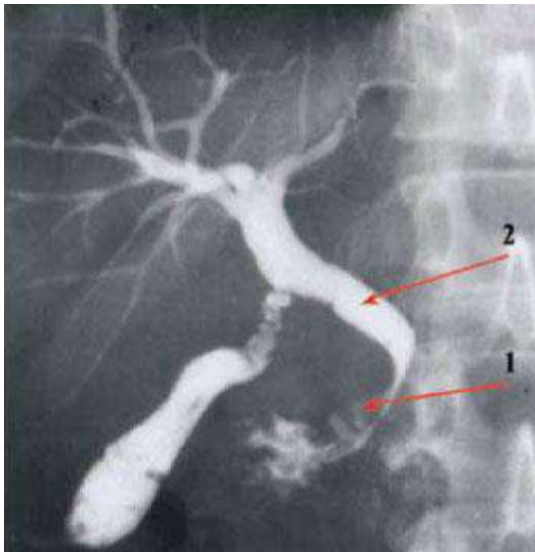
Рентгенограма жовчних проток людини при стисненні спільної жовчної протоки. 1 – звужена частина спільної жовчної протоки (ознака «пацючого хвоста»); 2 – розширена частина спільної жовчної протоки.
